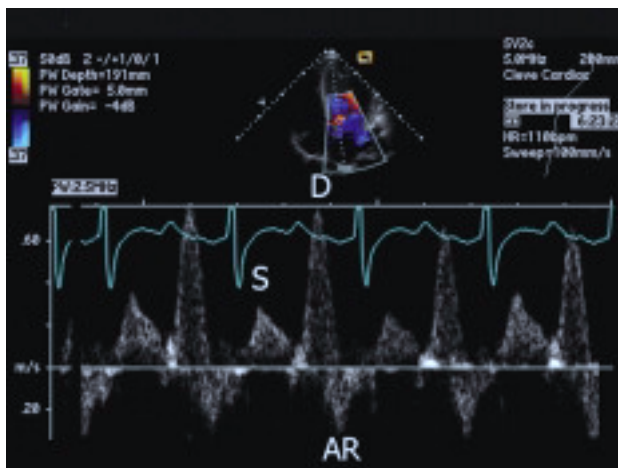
Doppler pulsado que indica las ondas de flujo sistólico (S), diastólico (D) y retrógrado de contracción auricular (AR) en el flujo venoso pulmonar.
